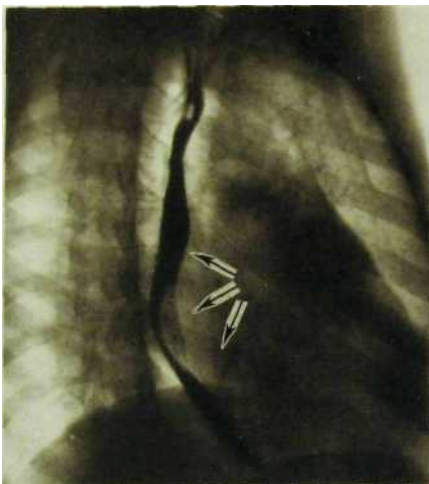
0. Рентгенограмма в правой косой проекции с контрастированным пищеводом - Митральный порок сердца с преобладанием недостаточности митрального клапана. Оттеснение пищевода кзади по дуге большого радиуса (указано стрелками).
